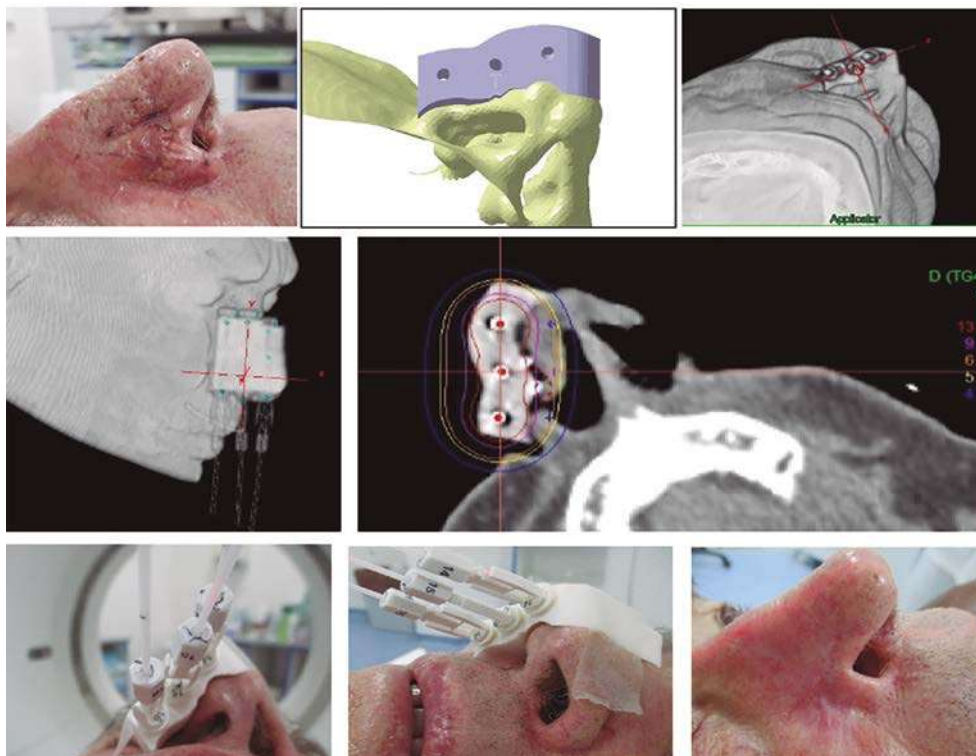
Cicatriz en el ala nasal derecha borde positivo. Diseño de molde personalizado, basado en la imagen tridimensional reconstruida con imágenes de TAC. Planificación dosimétrica. Colocación del aplicador. Resultado a los 2 meses.
